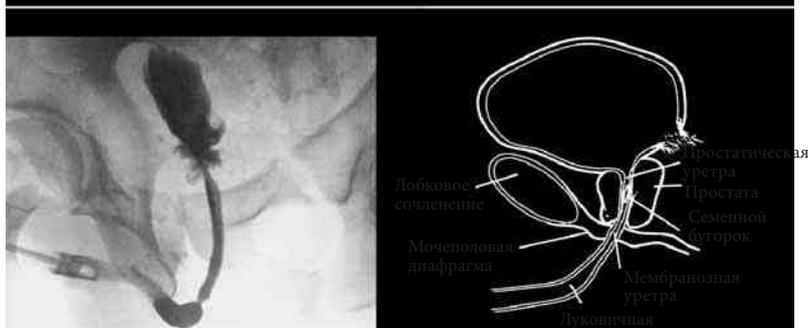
Рентгенологическая картина различных типов повреждений уретры: I тип — имеется разрыв лобковопростатических связок; II тип — отмечается повреждение мембранозного отдела уретры выше мочеполовой диафрагмы; III тип — происходит разрыв мембранозного отдела уретры, повреждение мочеполовой диафрагмы, а часто и луковичного отдела мочеиспускательного канала
